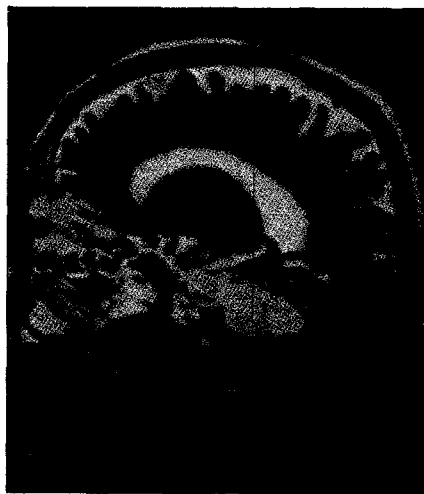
Brain-MRI (2000-6-12)
